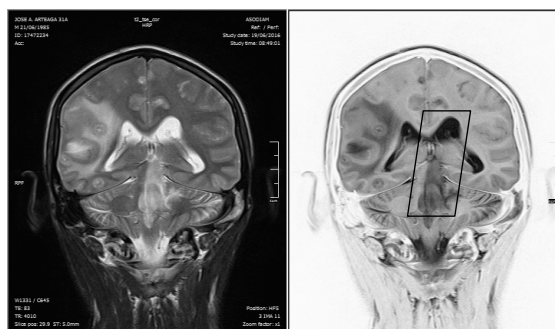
Caso JA: RM Axial T2: Cisticercos corticales vesiculares y coloidales Granuloma Parietal derecho con importante edema perilesional. Gliosis a nivel de tallo encefálico.
